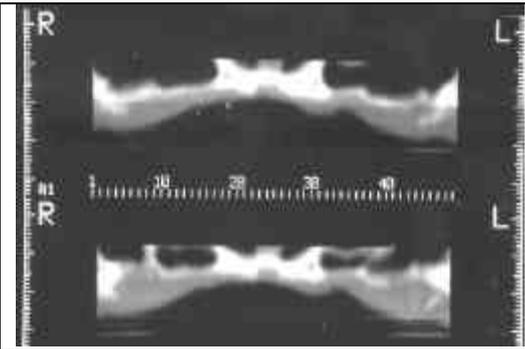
Tomografia computadorizada como recurso para mostrar com mais fidelidade o grau de atrofia óssea da maxila e sua relação com as estruturas anatômicas adjacentes.
